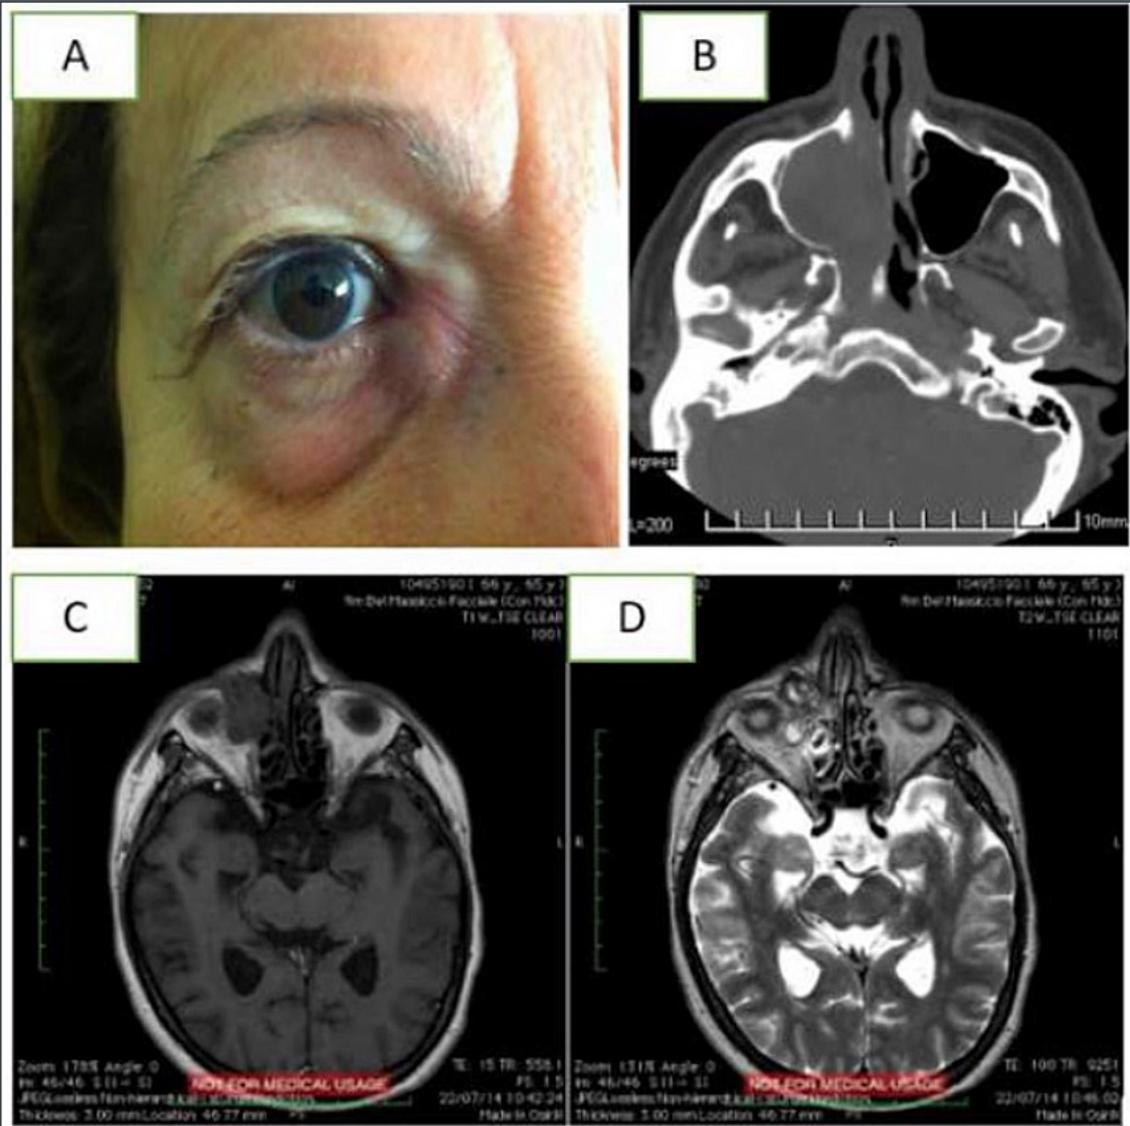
Caso 2. (A): aspetto esterno del paziente. TC (B) e MRI con gadolinio (C, D) che mostrano il pattern radiologico del voluminoso tumore centrato sul turbinato inferiore e sulla parete nasale laterale con coinvolgimento della valvola di Hasner. L'elevata vascolarizzazione è responsabile dei vuoti di segnale. La parete mediale del seno mascellare e del dotto nasolacrimale manifestano erosione dovuta alla compressione ma non vi è alcun segno radiologico secondario ad infiltrazione ossea.
